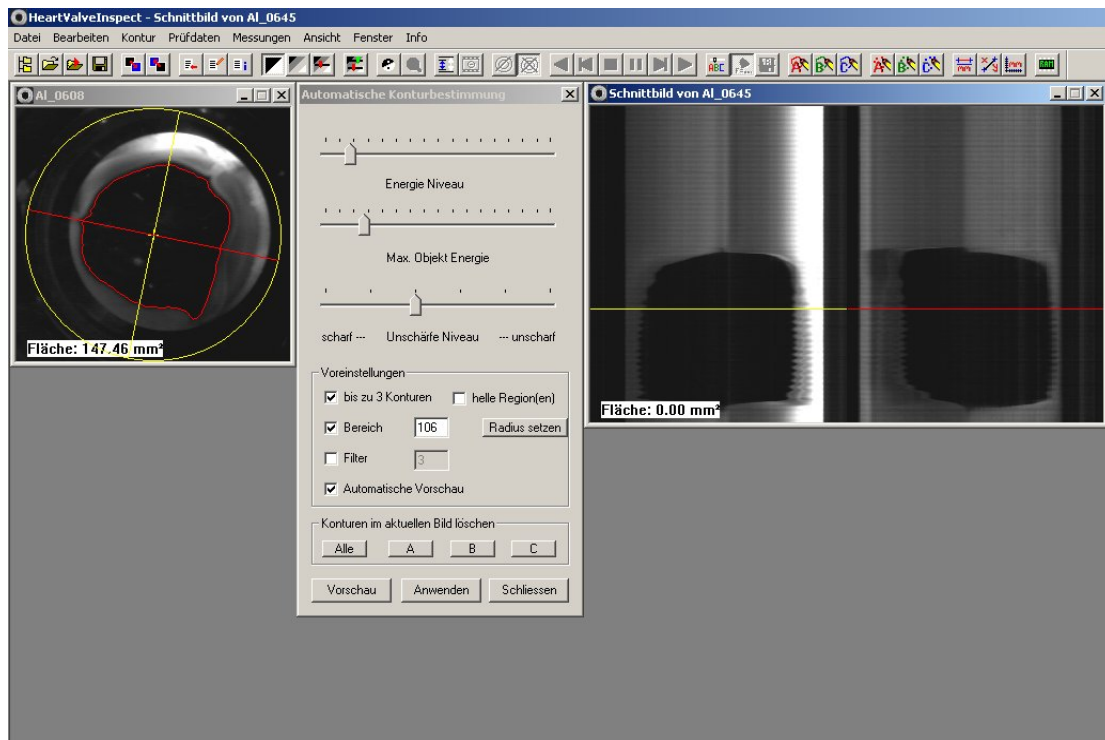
Darstellung der Konturenerfassung mit HEART-VALVE-INSPECT® (dargestellt sind die axiale Aufsicht aus der Kameraperspektive mit der sichtbaren Öffnungsfläche, links im Bild, sowie ein zweidimensionales Schnittbild der Öffnungsflächenebene einer Ejektionsphase am Beispiel einer Perikardklappe)
